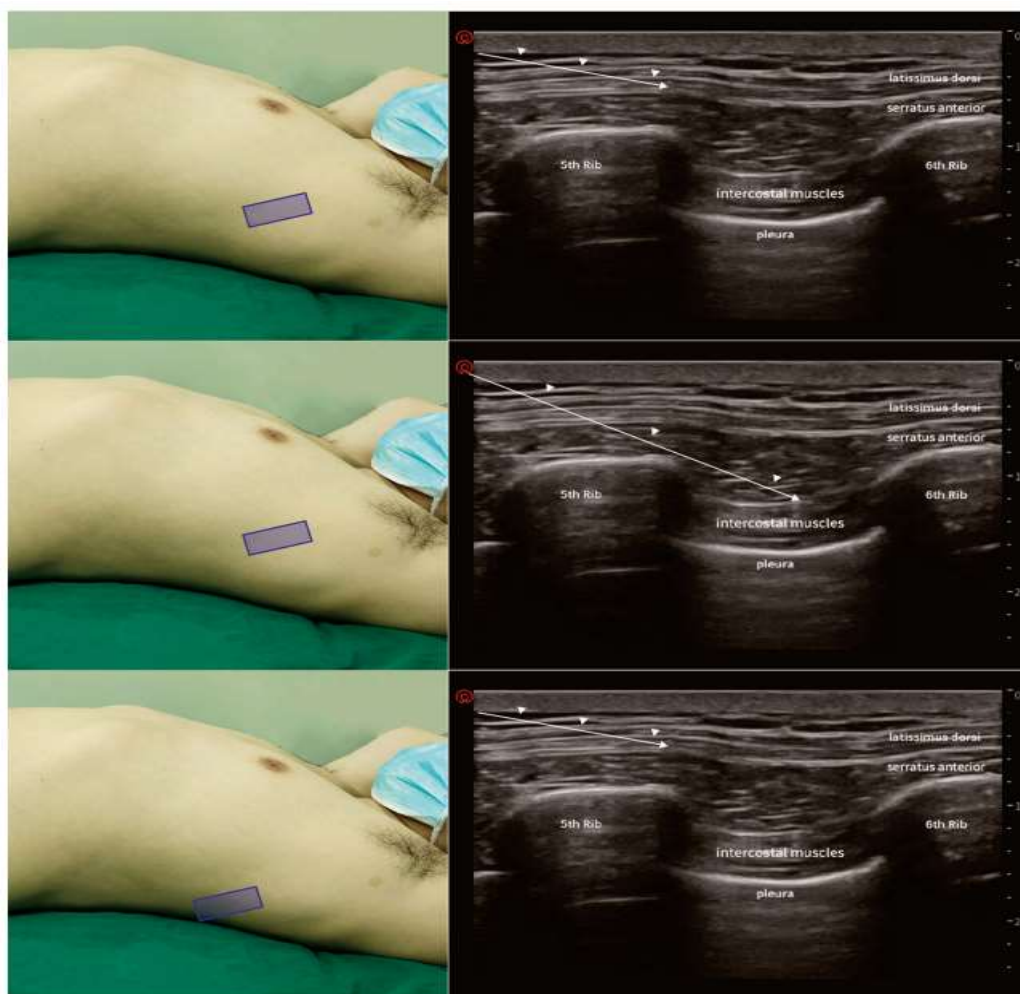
Representación gráfica de la posición de la sonda y la imagen ultrasonográfica obtenida durante el bloqueo del plano serrato anterior superficial (imagen de arriba); profundo (imagen del medio) y modificado (imagen de abajo). Tomada de Chen, J., Yang, X., Gu, H., Chai, X., y Wang, D. (2021). The role of Serratus Anterior plane Block During in Video-Assisted Thoracoscopic Surgery. *Pain and Therapy*, 1055.
